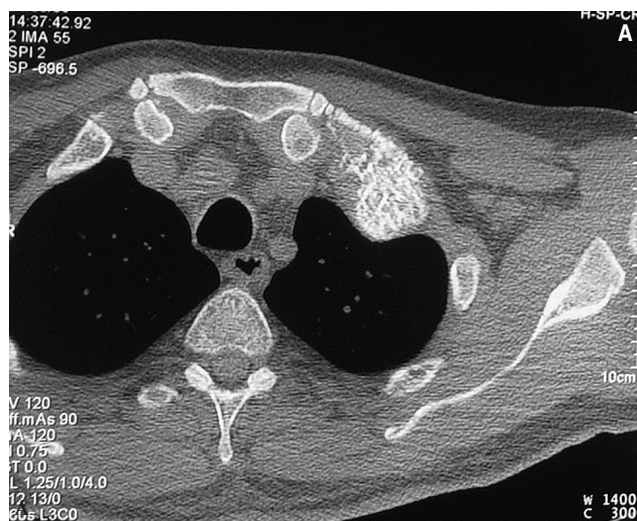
A: tomografía computarizada de la tumoración de la primera costilla. B: fotografía del campo quirúrgico al traccionar de la primera costilla después de su desinserción (se observa la cavidad pleural abierta y el pulmón izquierdo).
